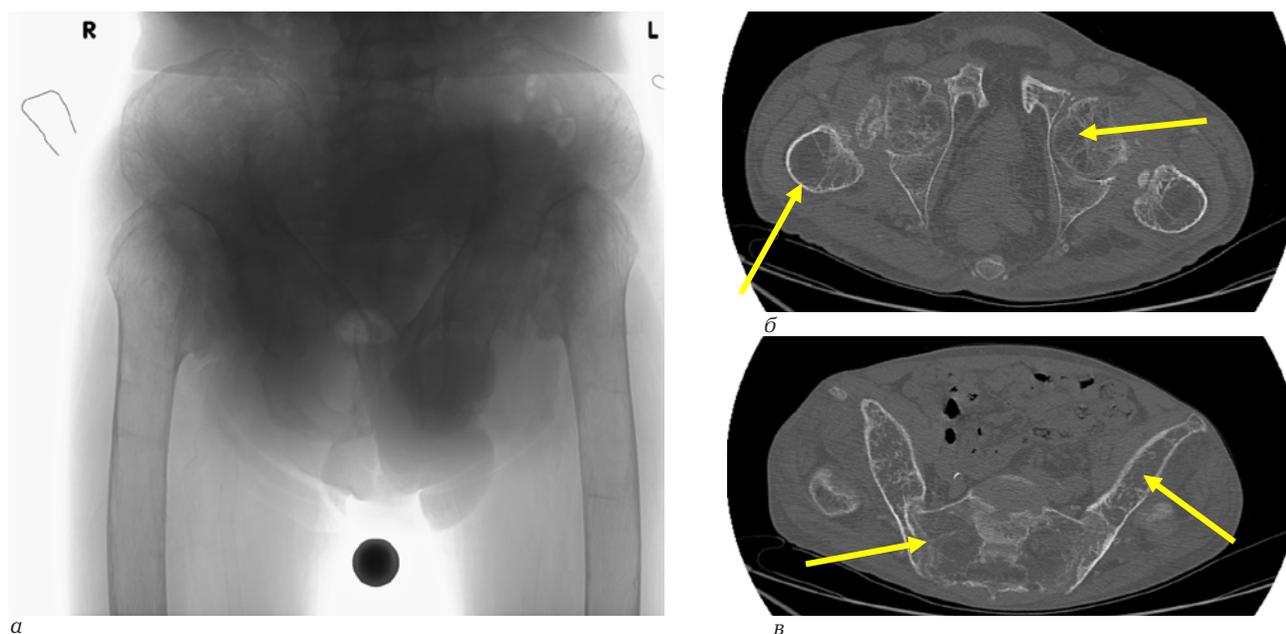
Предоперационные рентгенограммы и МСКТ таза у пациента с двухсторонним атрофическим ложным суставом шеек обеих бедренных костей на фоне хронического гемодиализа: *а* – первичный обзорный снимок таза; *б, в* – МСКТ таза в сагиттальной проекции, определяется низкий индекс Хаунсфилда в зонах, указанных стрелками
